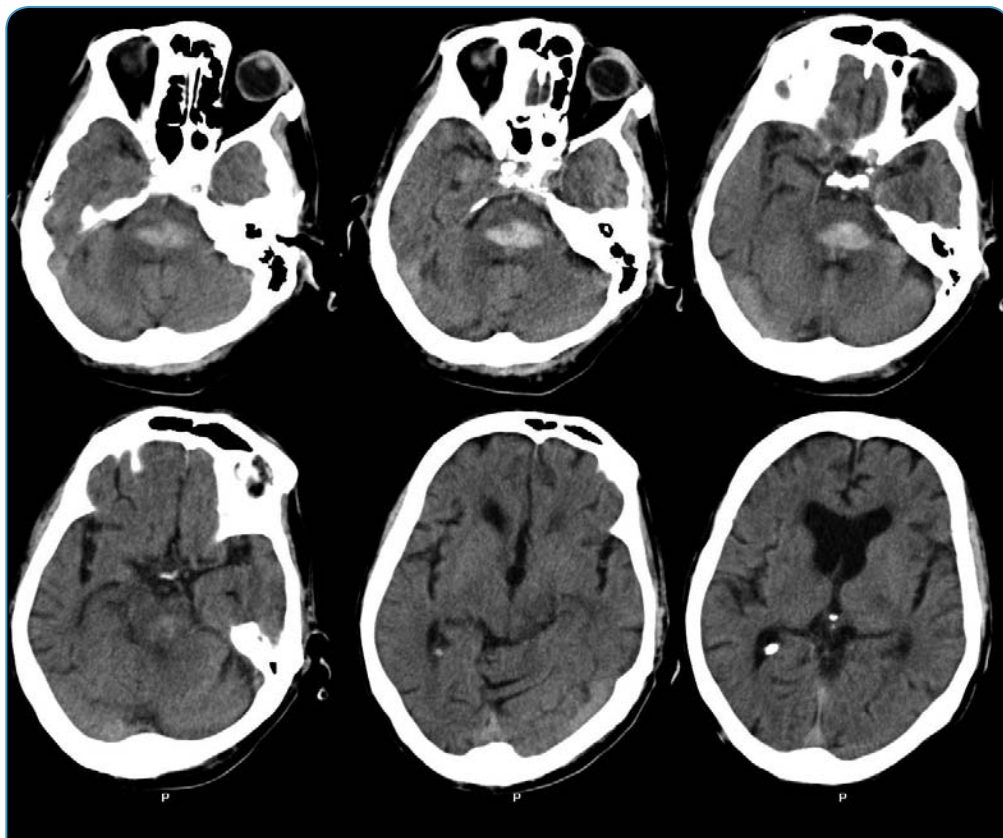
КТ головного мозга. Медиальная гематома с прорывом крови в желудочки мозга
